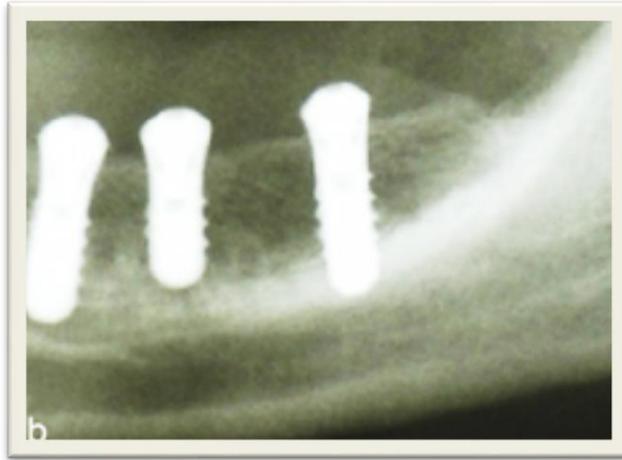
²². Radiografía panorámica después de la cirugía de implantes. Se observa una ganancia ósea vertical de aproximadamente 8 mm. NORTON, Michael. Implantes dentales Sistema Astra Tech. 1998. ²⁷
